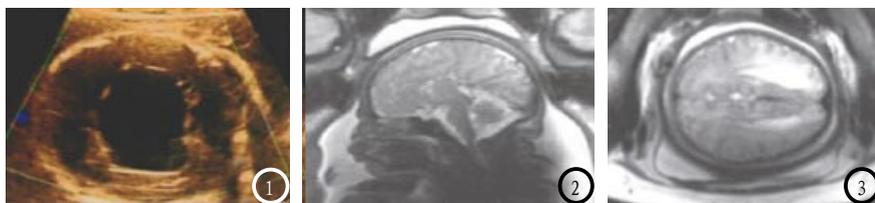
彩色多普勒超声声脉络丛囊肿内未见明显血流信号。图2-3 MRI矢状位、冠状位图像,显示胼胝体、压部缺如,侧脑室呈“泪滴状”扩张。
